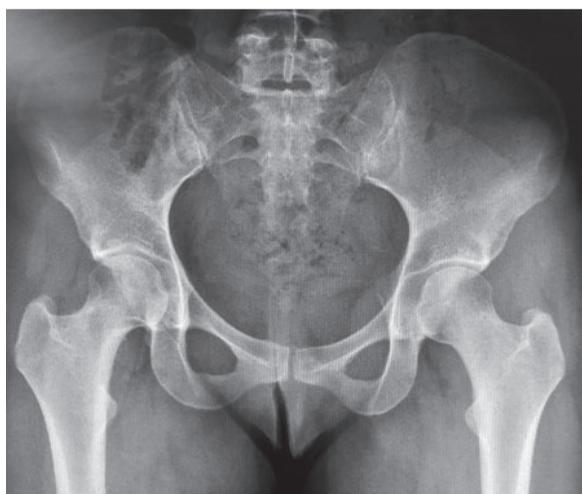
Radiografia simples ântero-posterior da bacia demonstrando ausência de calcificações intra-articulares.
